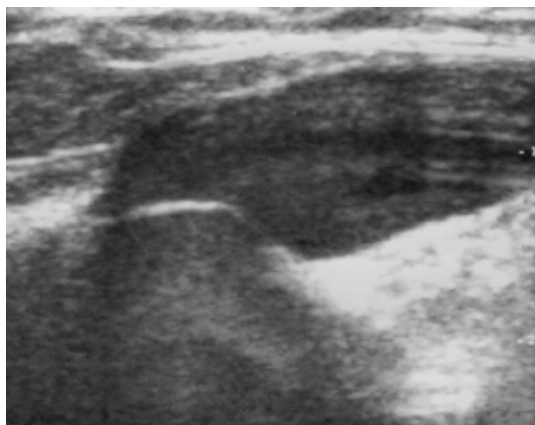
大伏在静脈起始部，超音波検査（Bモード）．静脈弁の末梢側（写真右側方向）への逸脱が明瞭に描出されている．
